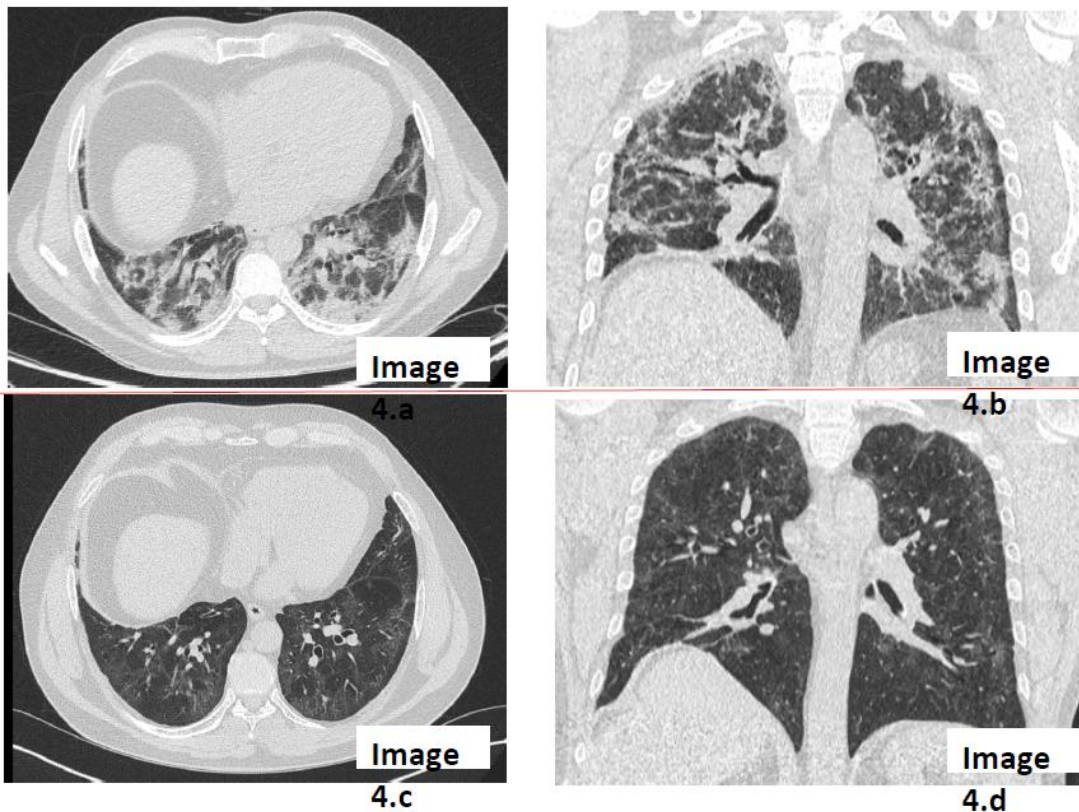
Imagen axial y reconstrucción coronal de TC de tórax realizada inmediatamente antes del alta en un hombre de 57 años en buen estado físico y en buen estado general [Imagen 4a, 4b] que muestra un patrón radiológico de enfermedad neumonía organizada con predominio peribronquial y perilobulillar de consolidaciones densas y bronquiectasia con tracción leve de las vías respiratorias. En esta etapa, el paciente solo podía caminar 30 yardas. TC de seguimiento tórax realizada después de 3 semanas de prednisolona oral [Imagen 4c, 4d], que muestra la resolución de consolidación con vidrio
